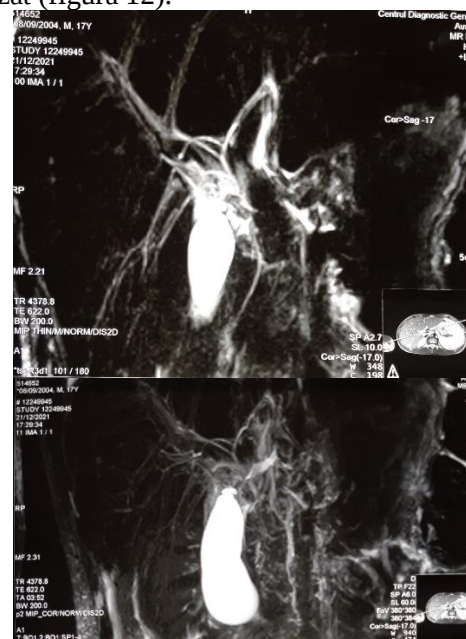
Apect imagistic normal al căilor biliare la IRM
